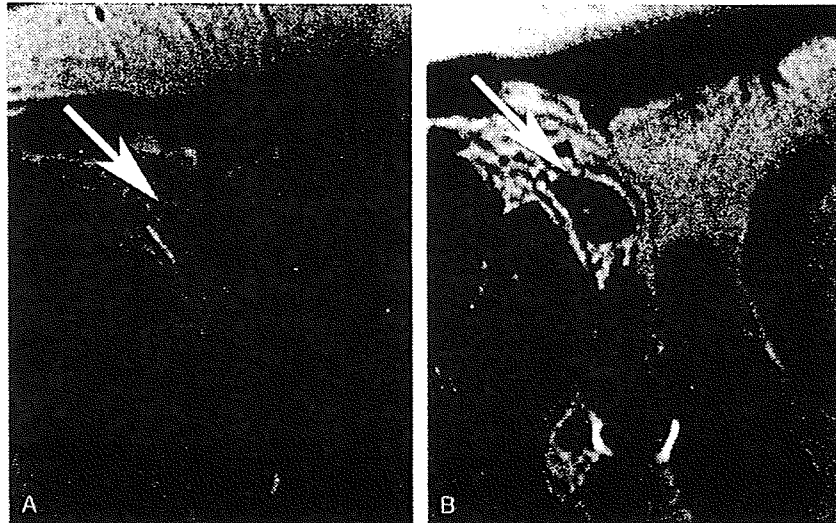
磁性体微粒子 MRI 造影剤を用いたリンパ節転移の診断
